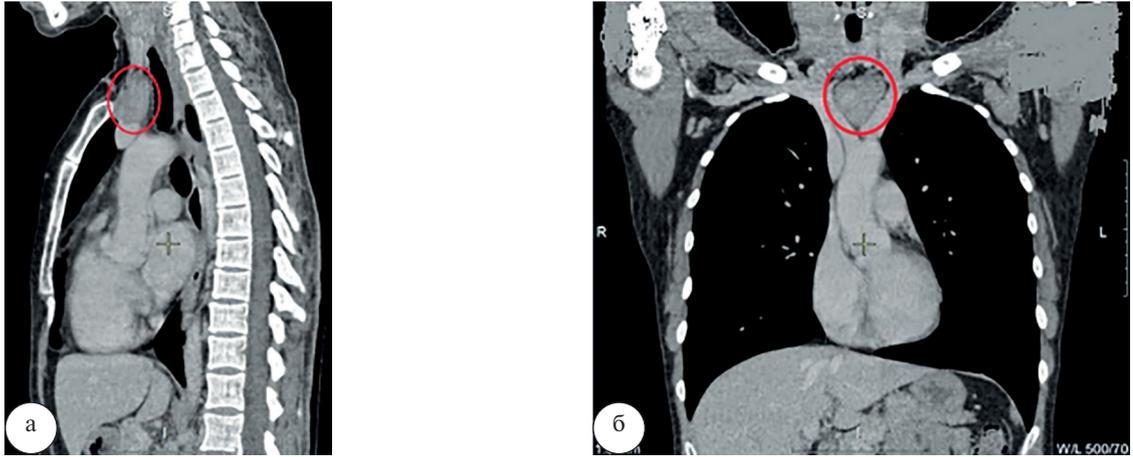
Компьютерные томограммы груди больной С.: а – срез в сагиттальной плоскости; б – срез во фронтальной плоскости
